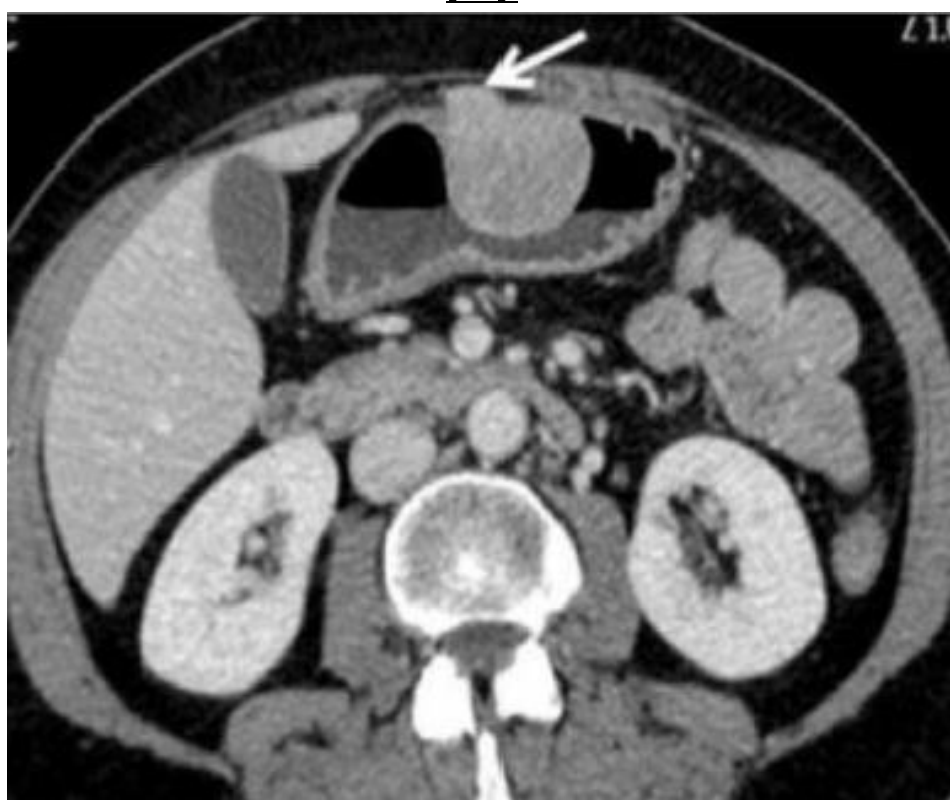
TDM d'une tumeur stromale iléale à croissance exophytique [70].
